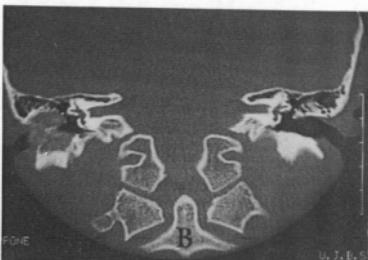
Temporal bone CT scan. (a) Narrowing of the bony external auditory canal (axial view). (b) Typical "ground glass" like osseous lesion and immature radiolucent area. Obstruction of external auditory canal. (coronal view)
